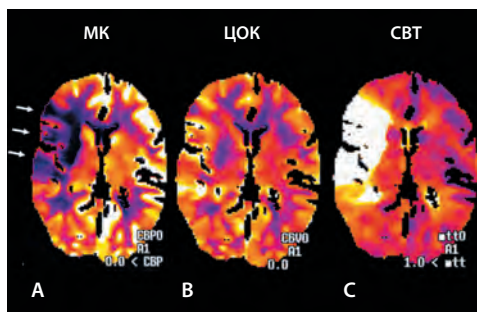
В22.3 Перфузионная КТ головного мозга, аксиальная проекция МК, ЦОК и СВТ-картирования. Выраженное отклонение показателя СМК/ЦОК от нормальных значений свидетельствует о том, что паренхима головного мозга в бассейне правой СМА находится в зоне риска. А. Уменьшение церебрального кровотока (МК) (стрелка). В. Умеренно выраженное уменьшение ЦОК. С. Задержка среднего времени транзита крови (СВТ).
